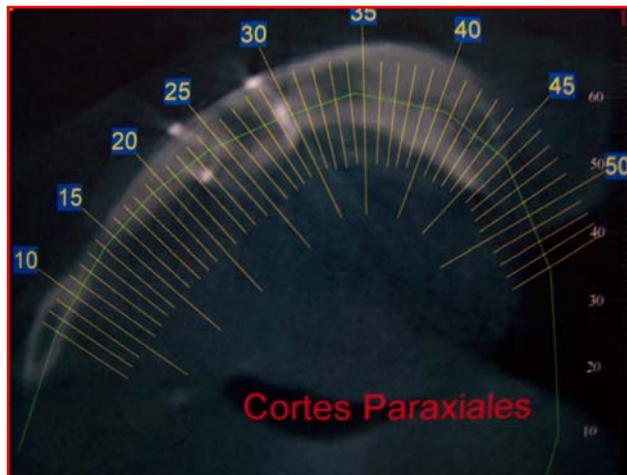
TAC de control - corte paraxial.
